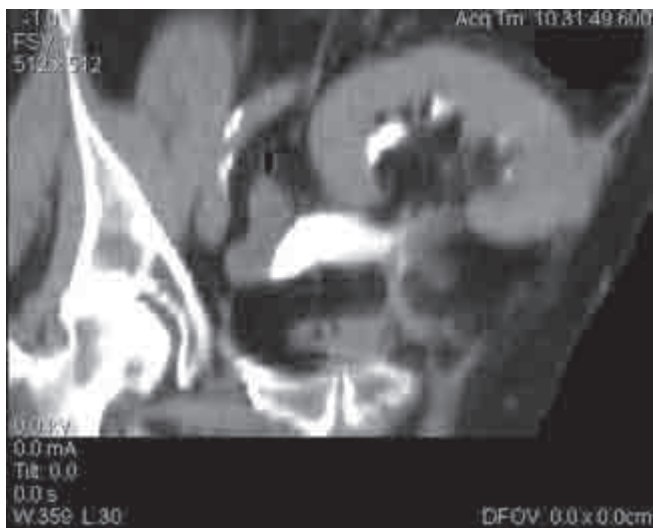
Компьютерная томография малого таза через 36 месяцев после операции (контрастное вещество в лоханке трансплантата и в просвете илеум-кондуита)
